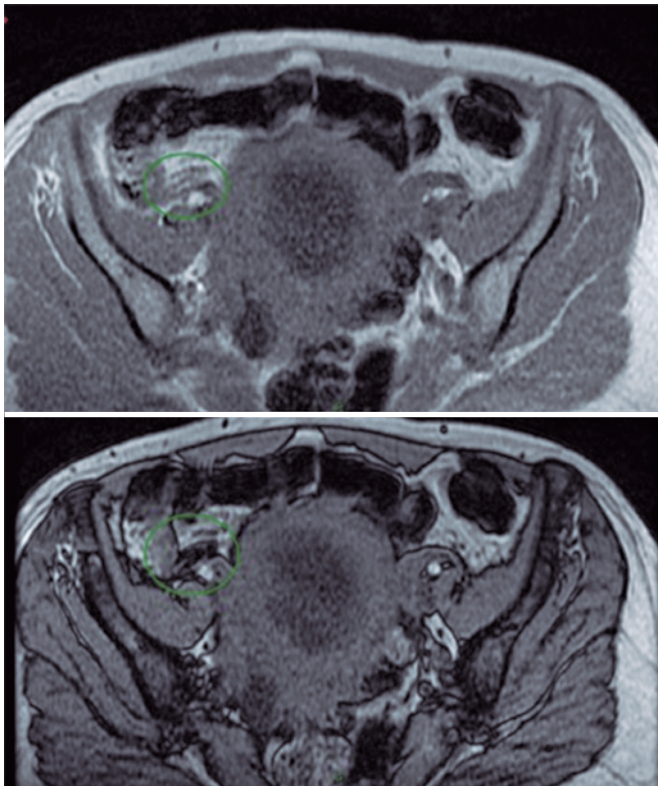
Apêndice cecal com parede espessa visualizada no plano axial da ressonância magnética
